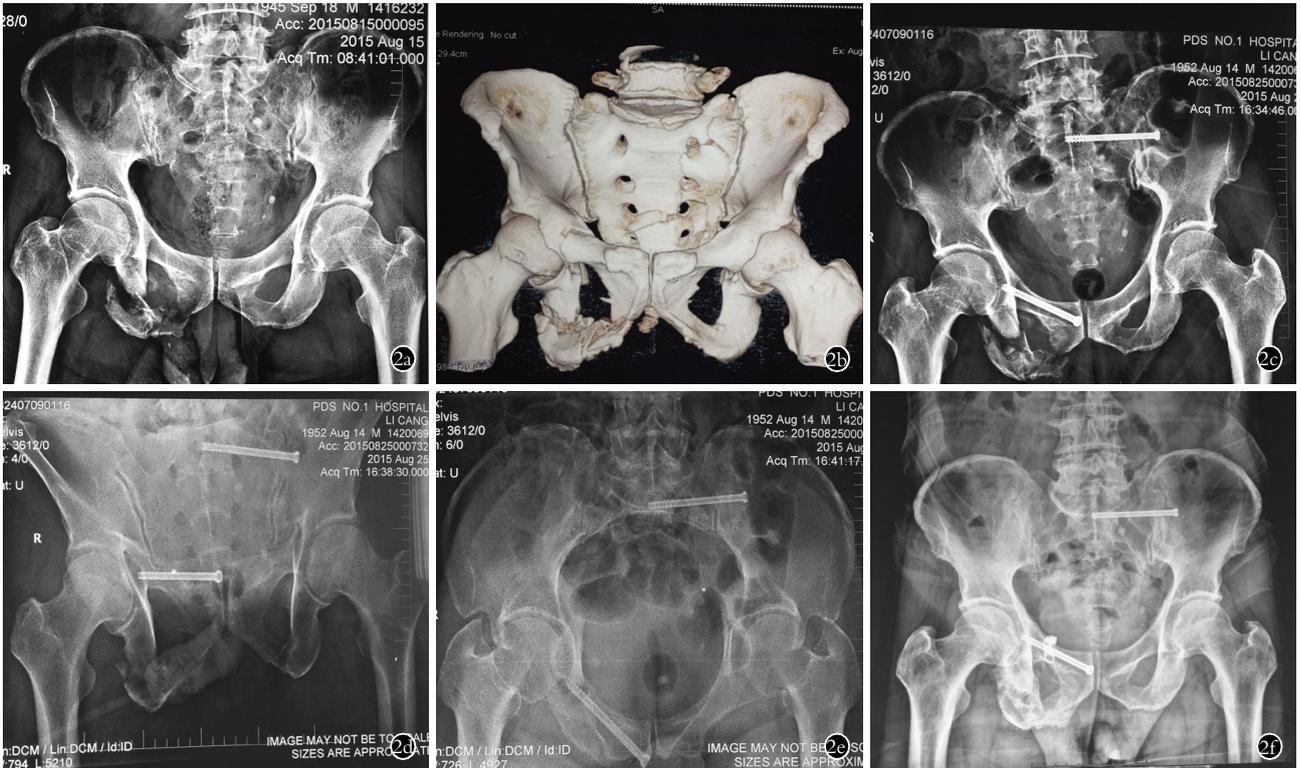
患者,男,35岁,Tile B2型骨盆骨折 2a,2b. 术前骨盆正位 X 线片及三维 CT 示左侧骶髂关节骨折,右侧耻骨上下支骨折 2c,2d,2e. 术后 10 d 骨盆正位、出口位、入口位 X 线片示左侧骶髂关节骨折及耻骨支骨折复位良好,螺钉准确置入 2f. 术后 3 个月复查骨盆平片显示骨折愈合
